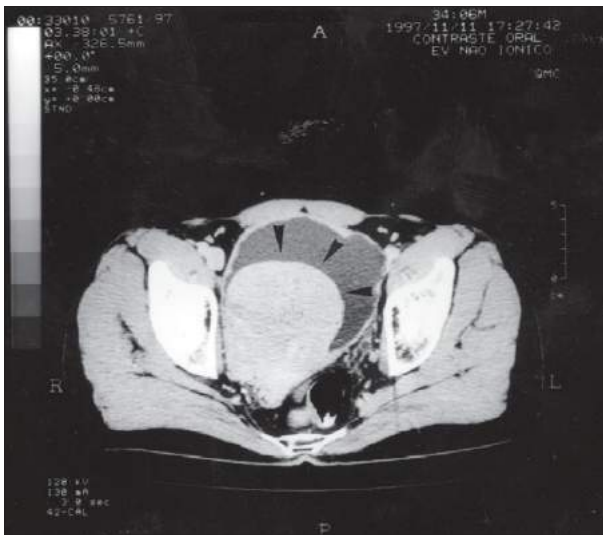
Leiomioma de bexiga. Tomografia computadorizada demonstra grande lesão vesical (setas).
